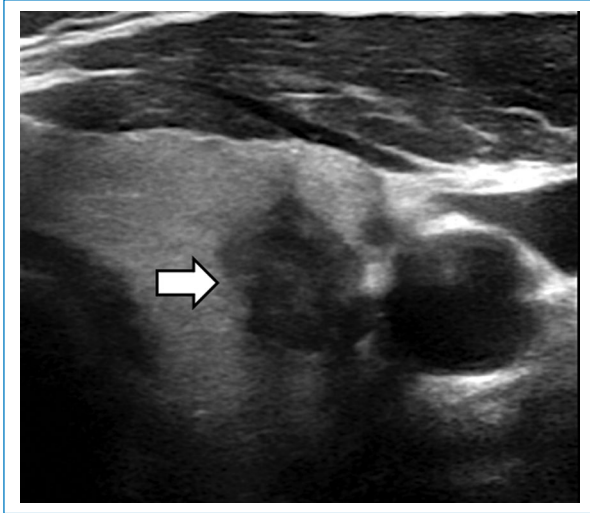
Ecografía, plano axial NT hipoeoico (flecha blanca).
